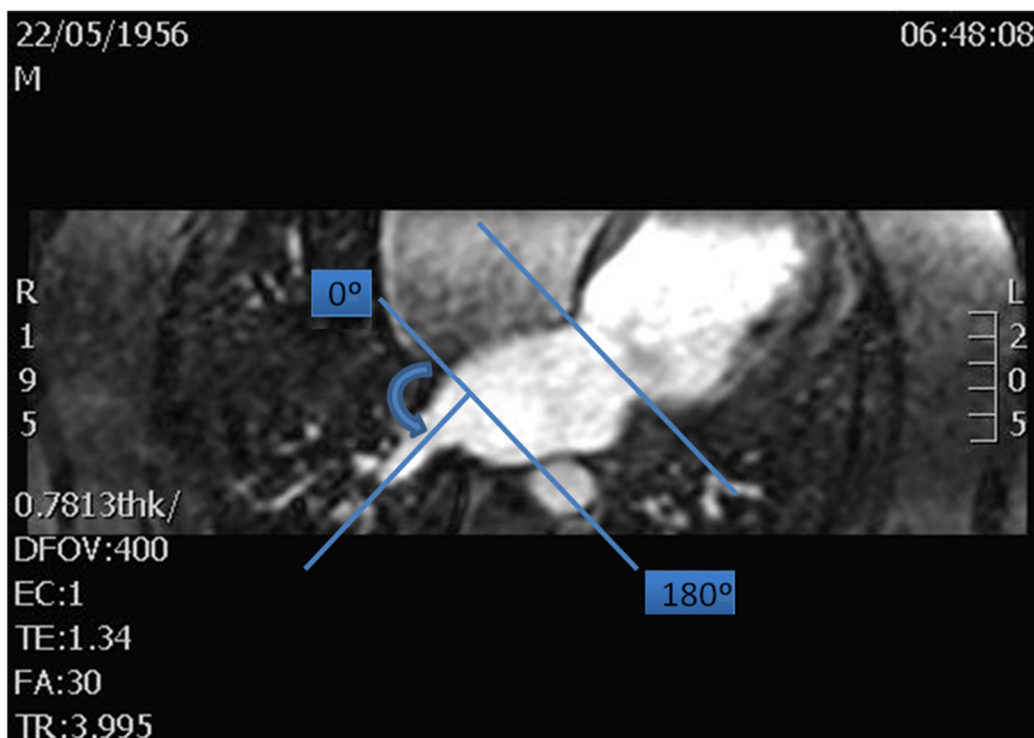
Secuencia angio-RM 3D en el plano axial a nivel del plano de la válvula mitral. Medición de la angulación de la VID (vena inferior derecha) respecto al plano de la válvula mitral.
